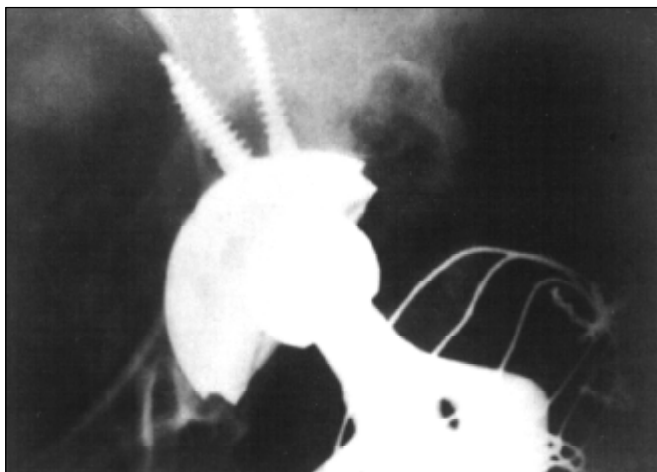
Radiografia mostrando detalhe do desgaste acentuado do polietileno (excentricidade da cabeça femoral) e lesão osteolítica localizada na zona II, após 50 meses de seguimento
